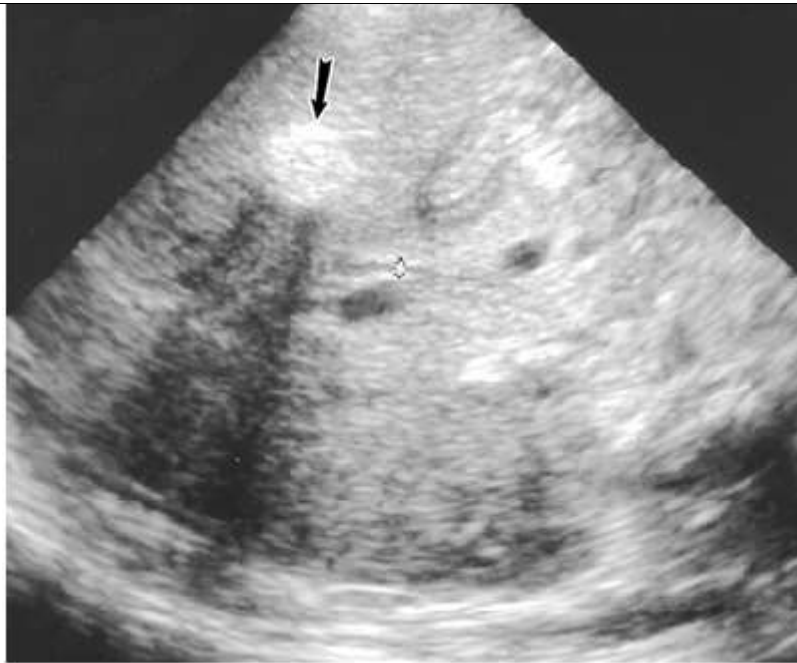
L'échographie de suivi révèle une diminution de la taille de l'hématome avec une échogénicité accrue (flèche) et des ombres acoustiques compatibles avec une calcification [120]
